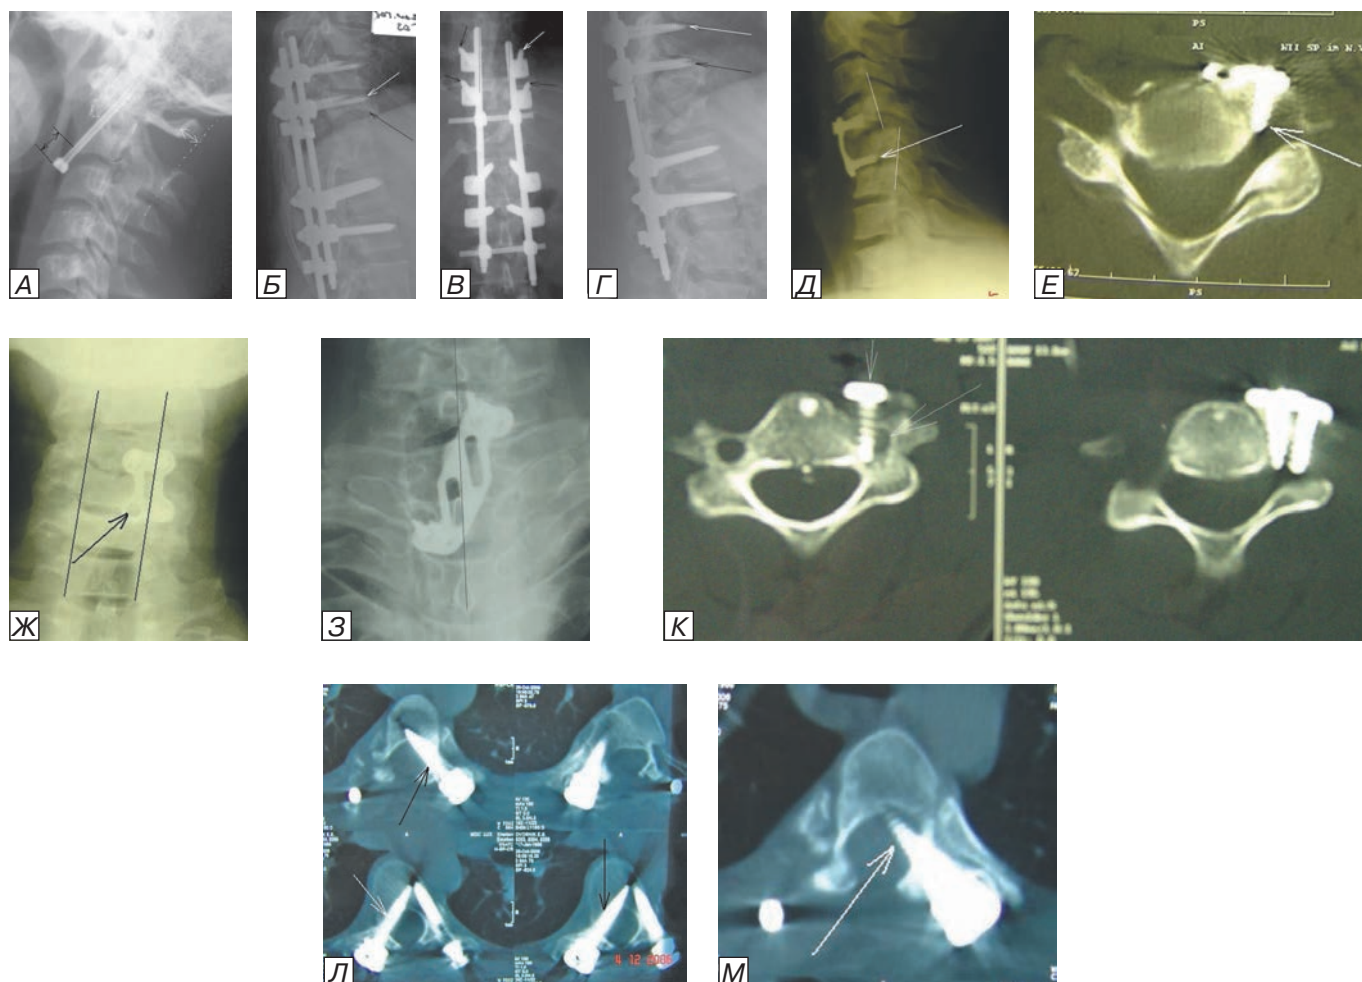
Некорректная установка винтов фиксирующей системы. а) на боковой шейной спондилограмме видно, что при трансдентальной фиксации перелома зубовидного отростка С2 позвонка 2-го типа не был устранен передний вывих С1 позвонка и винт введен не через тело С2 позвонка, а по его передней поверхности в пределах кортикального слоя и к тому же не до конца (черная стрелка) — это привело к дальнейшей дислокации С1 позвонка кпереди и потребовало реоперации; б) боковая и в) прямая проекции рентгенограммы нижнего грудного и верхнего поясничного отделов позвоночника сразу после операции транспедикулярной фиксации перелома Th11 позвонка (перед этим пациентке передним доступом была выполнена корпорэктомия Th11 и стабилизация Th10-12 углеродным имплантатом, который частично разрушил тела Th10, Th12 позвонков и дислоцировался в просвет позвоночного канала, привел к нестабильности и грубой кифотической деформации): видно, что верхние винты прошли экстрапедикулярно и экстравертебрально — мимо позвонков; на контрольной рентгенограмме в боковой проекции через 5 сут (г) стало видно нарастание кифотической деформации и полная несостоятельность системы фиксации (стрелки указывают, что винты находятся вне позвонков); д) боковая шейная спондилограмма, на которой видно некорректное введение нижнего винта в диск (стрелка), вместо тела позвонка, отсутствие вправления вывиха С4 позвонка (или его рецидив ввиду неадекватной фиксации); е) КТ в аксиальной проекции С5 позвонка и ж) фронтальная рентгенограмма шейного отдела позвоночника этого же больного, на которых видно, что нижний и верхний левые винты введены латеральной тела позвонка — в мягкие ткани, а правый нижний винт (черная стрелка) совсем отсутствует (!); з) прямая рентгенограмма нижнешейного и верхнегрудного отделов позвоночника и КТ в аксиальной проекции С7 позвонка (к), на которой видно отклонение оси пластины от оси позвоночника и введение верхних винтов в поперечный отросток С7 позвонка, а не в его тело; л) и м) аксиальные КТ грудных позвонков, на которых видно проведение винтов через просвет позвоночного канала (стрелки).
